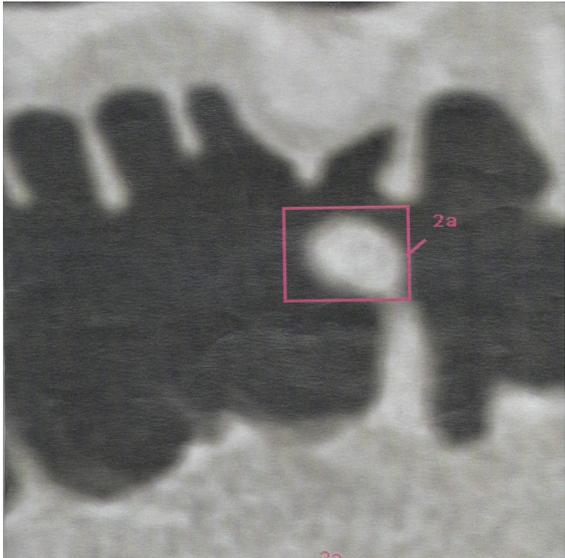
Axial acquisition CT image. Colonic diverticula
